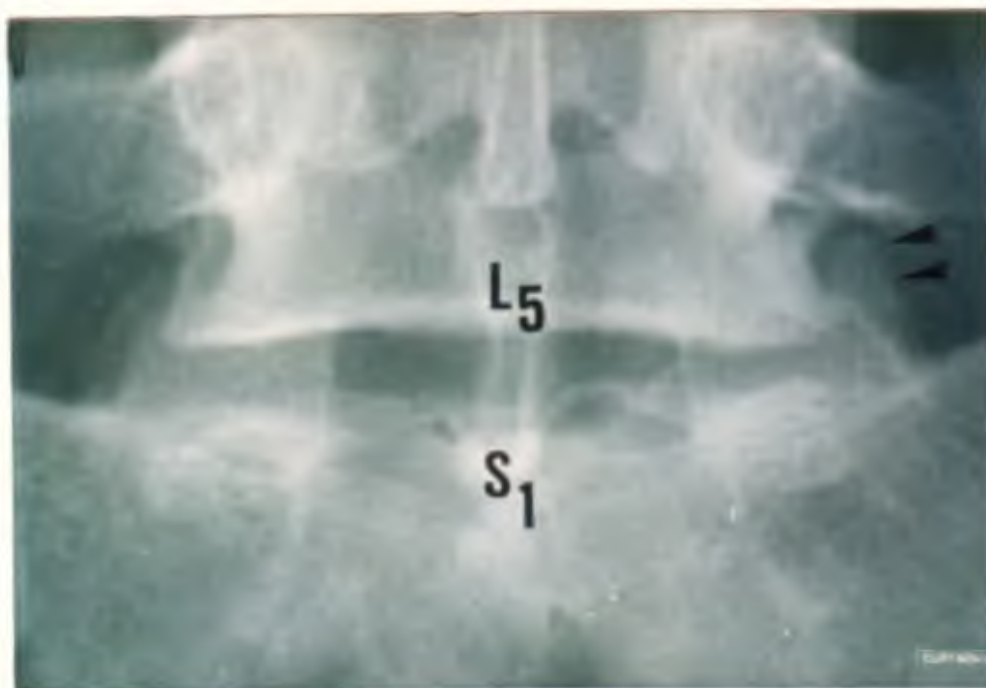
Radiografia simples da transição lombo-sacra em AP.
